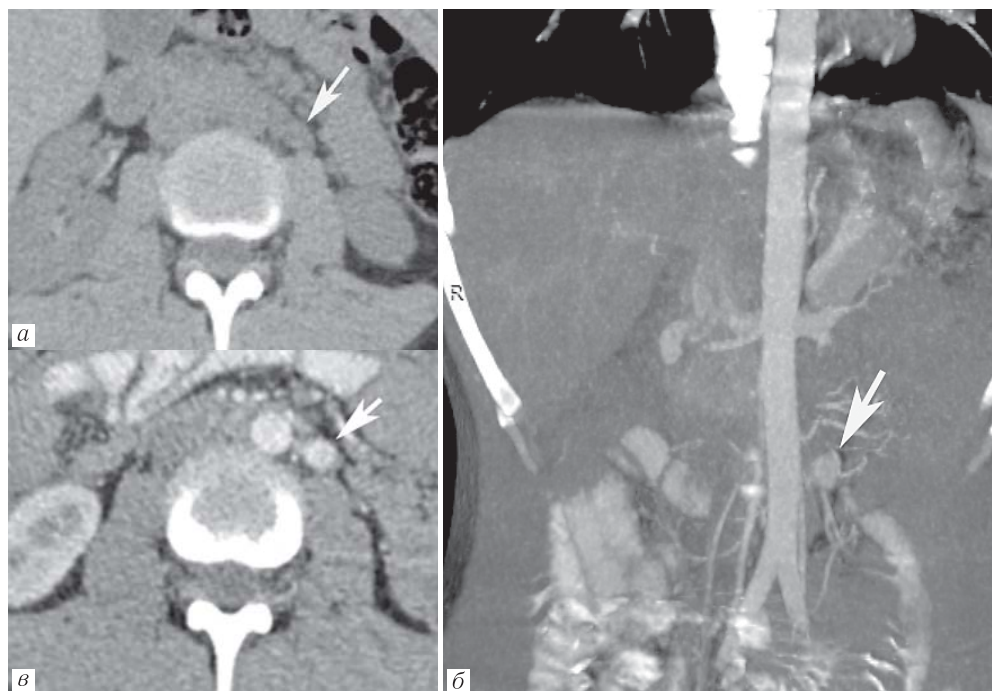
При МСКТ с внутривенным контрастированием выявлено параортально расположенное (проекция органа Цукеркандля) гипervasкулярное округлое образование однородной структуры без признаков инвазии прилежащей клетчатки (а–в)
